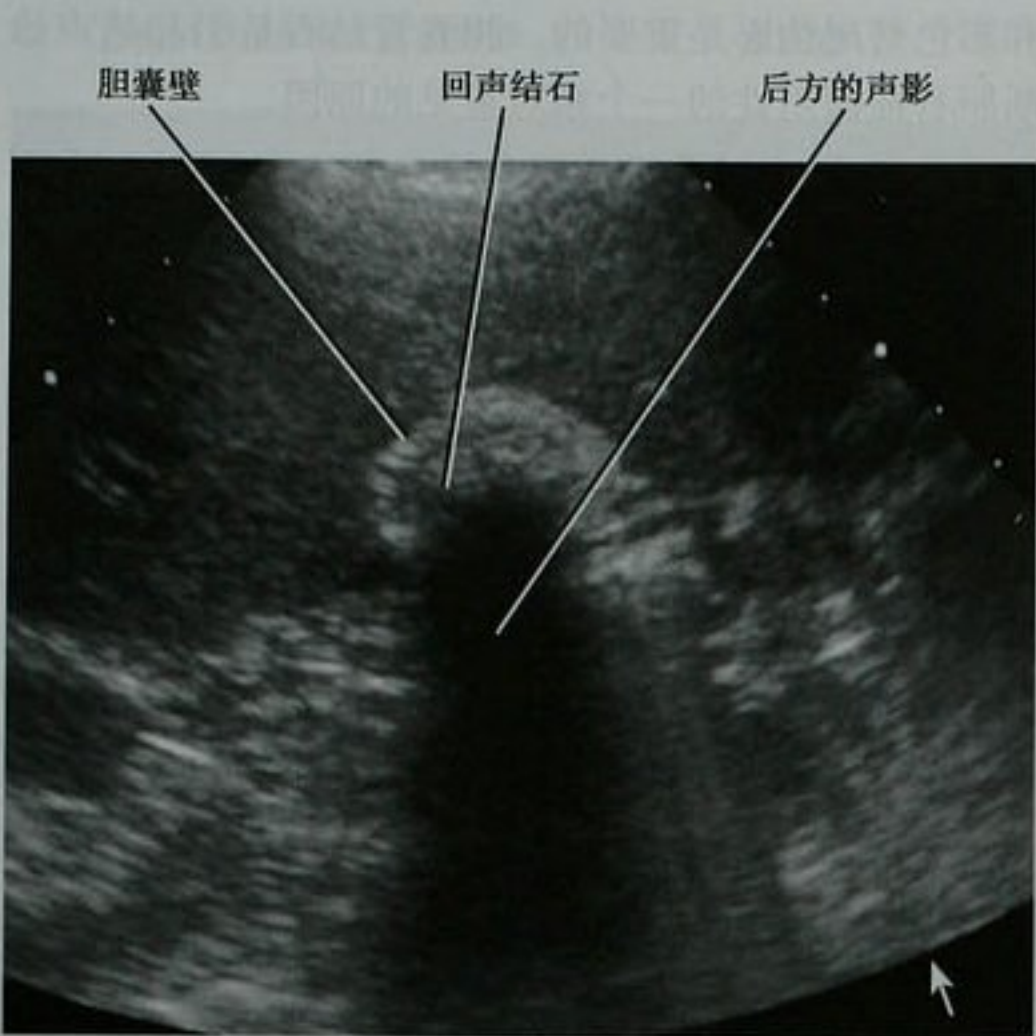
通过胆囊的横断超声图像显示一个收缩的充满结石的胆囊:胆囊壁-结石-声影三联征
